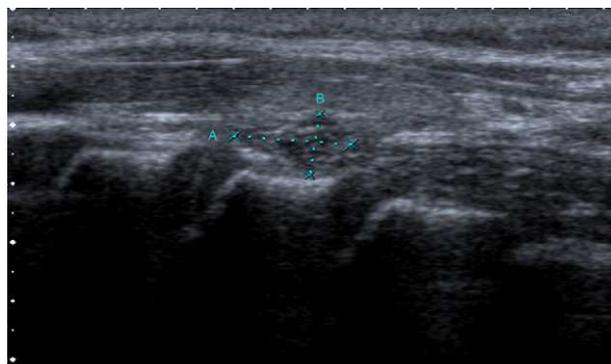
Ecografía de tiroides: a nivel posteroinferior del lóbulo tiroideo izquierdo se aprecia una lesión ovoidea, exofítica, parcialmente bien delimitada, micronodular, hipoecoica, con un tamaño aproximado de 16 × 4 mm.
